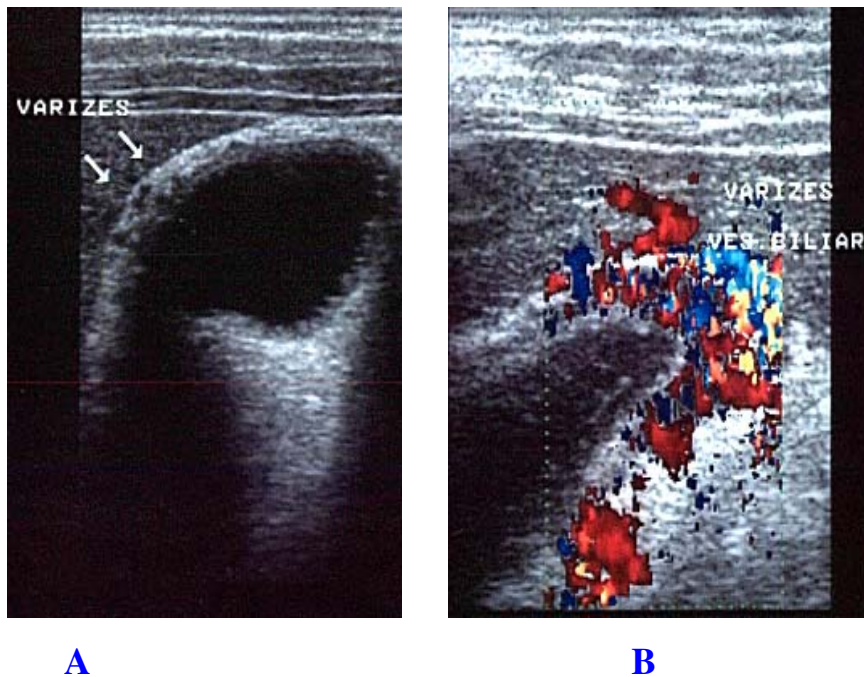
Ultra-sonografia da vesícula biliar. Em A observa-se a parede espessada com imagens anecóides de aspecto “serpentiforme”. Em B , presença de fluxo venoso ao doppler a cores.
